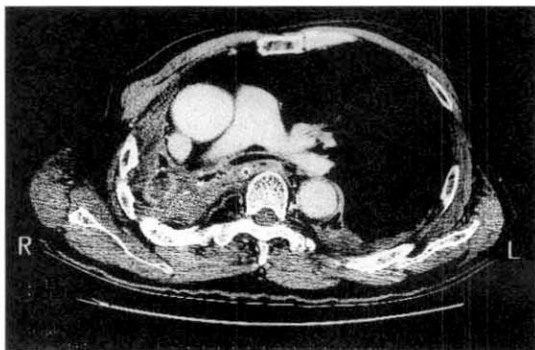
Chest CT scan shows that the left main bronchus is stretched by deviated mediastinal structures, and compressed between the pulmonary artery and a vertebral body.
